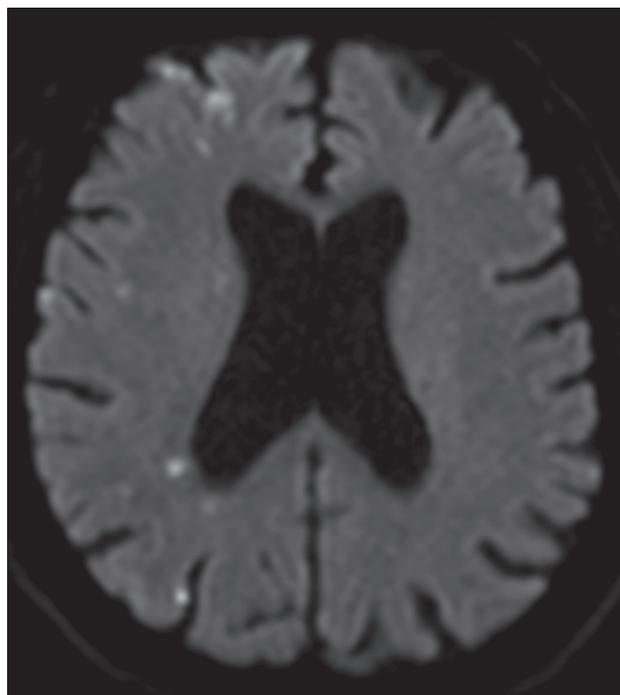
IRM cérébrale et séquence de diffusion. Hypersignaux avec restriction du coefficient de diffusion apparent au niveau des territoires sylvien superficiel droit, jonctionnels antérieur et postérieur droits, témoignant d'infarctus cérébraux multiples récents (< 7 jours).
